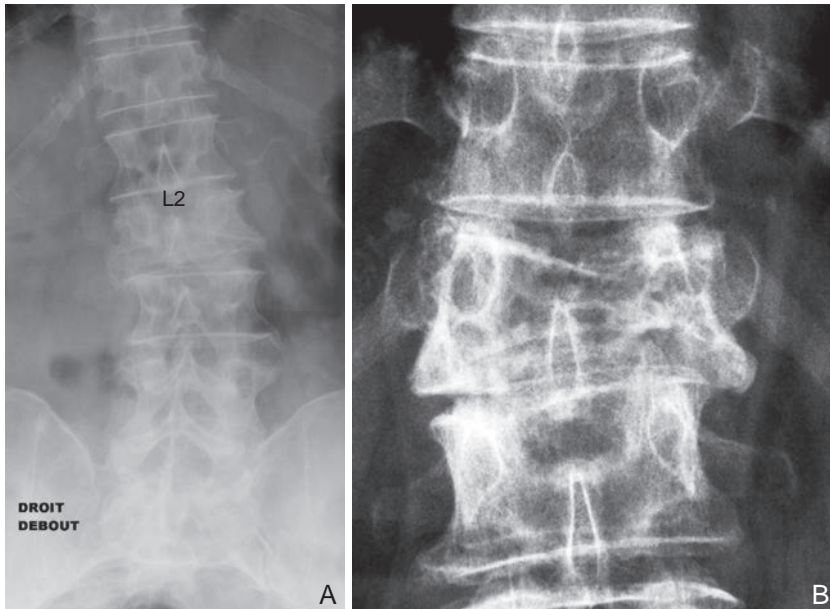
Radiographie de rachis lombaire de face montrant : A. une fracture tassement de L2; B. une lyse pédiculaire L1 L2 droite (vertèbre borgne).
